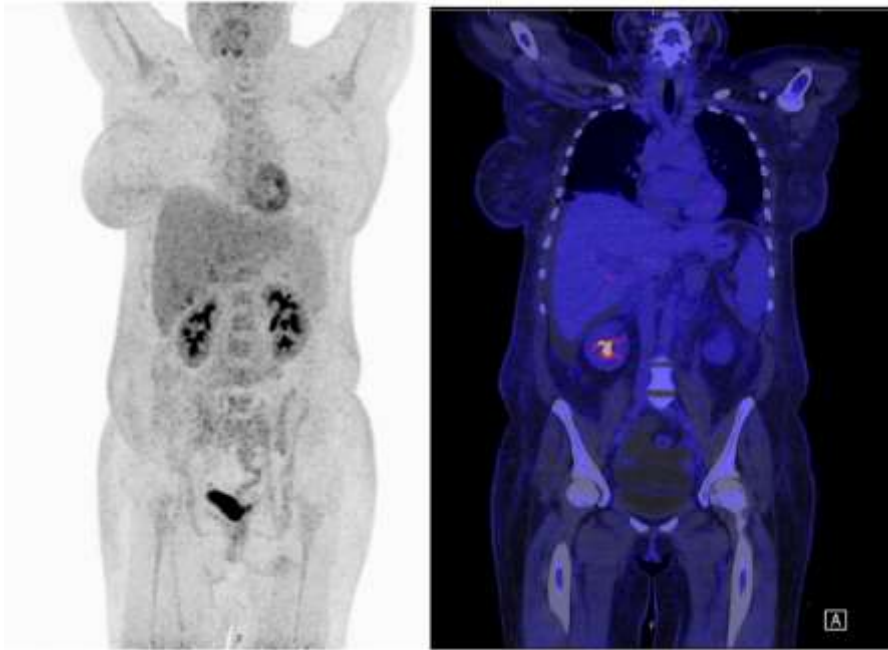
PET-CT nach Therapiebeginn mit Prednisolon, Tocilizumab und Sirolimus. Es ist keine Stoffwechselaktive Lymphadenopathie mehr nachweisbar.
